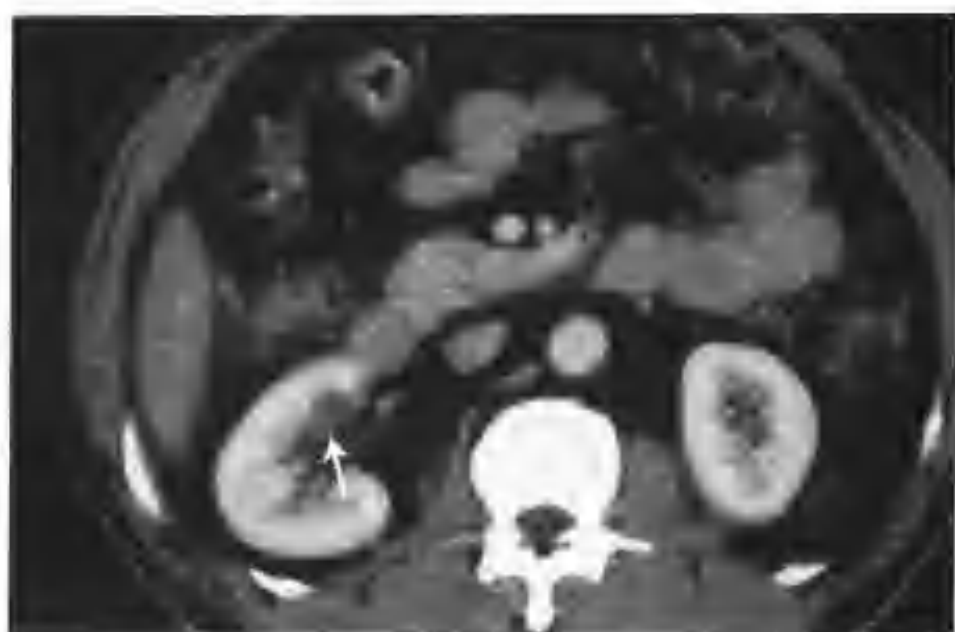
与图 3-1-111 为同一病例，肾实质期病灶持续轻度强化，CT 值 32HU (箭头)
